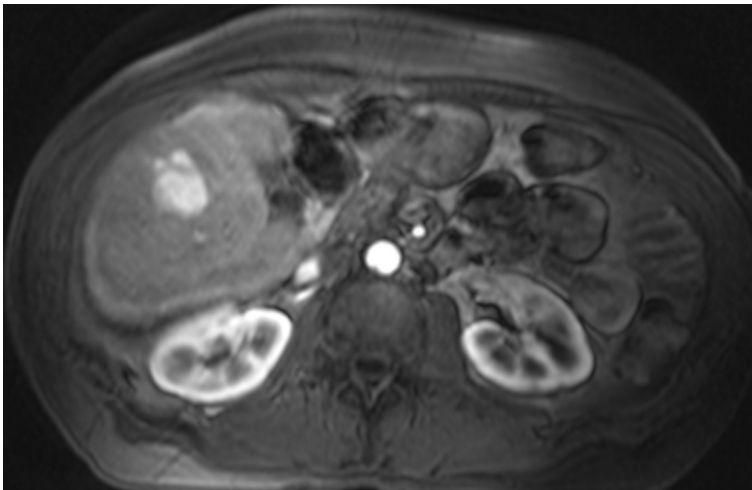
APHE bei HCC im MRT (zur Verfügung gestellt von Dr. med. Fabian Stöhr, Mainz)
